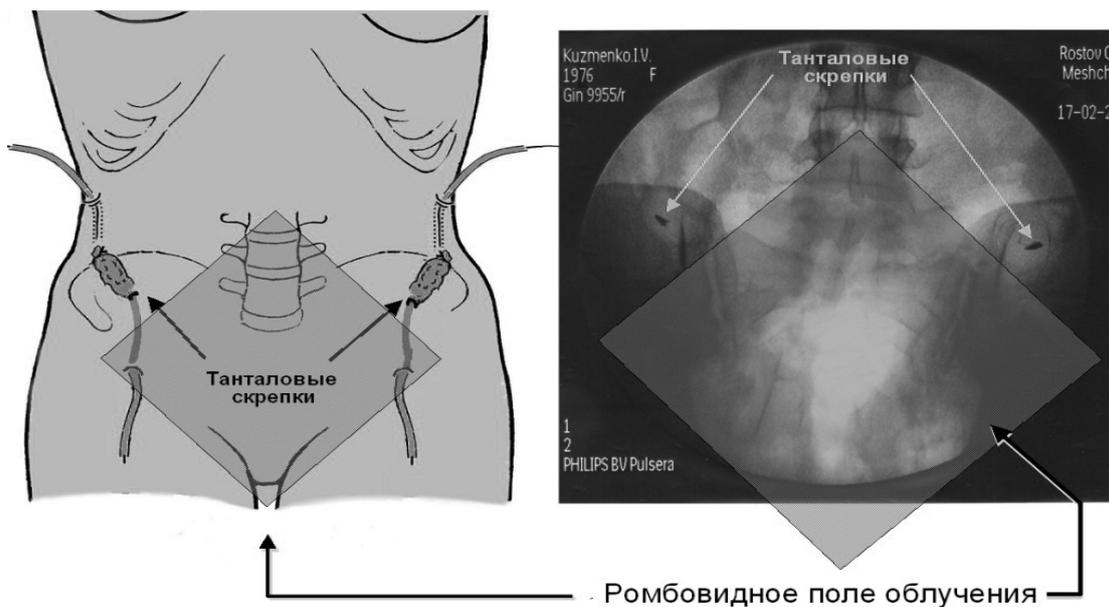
Рентгенологический контроль расположения яичников во время сеансов лучевой терапии
